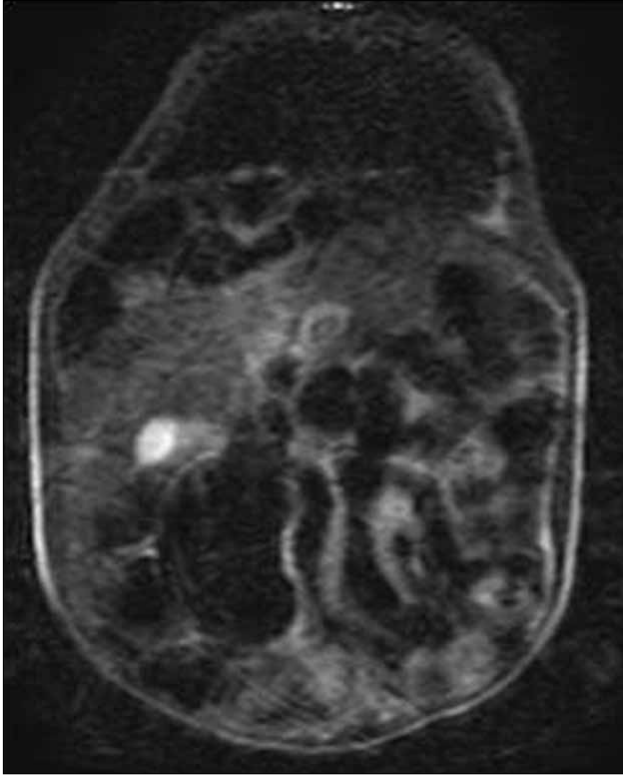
a, b. İlk olgunun batın MR incelemesinde; hepatik fleksura anteriorıda diafragma ile karaciğer arasında interpoze olarak izlenmektedir MR: manyetik rezonans
